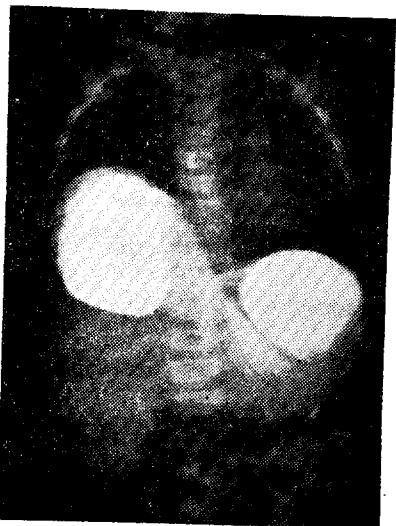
Preoperative chest X-ray, P-A. view, after Barium meal ingestion.
